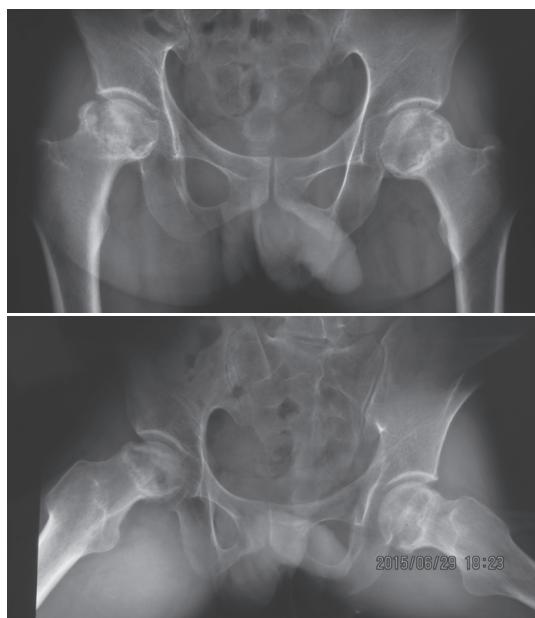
患者,男,39岁,双髋激素性 ONFH(左髋 JIC-C1型、右髋 JIC-C2型),X线片示骨盆向躯体左侧倾斜,左侧股骨头前外侧壁存留,右侧坏死区累及全头,较左侧严重
